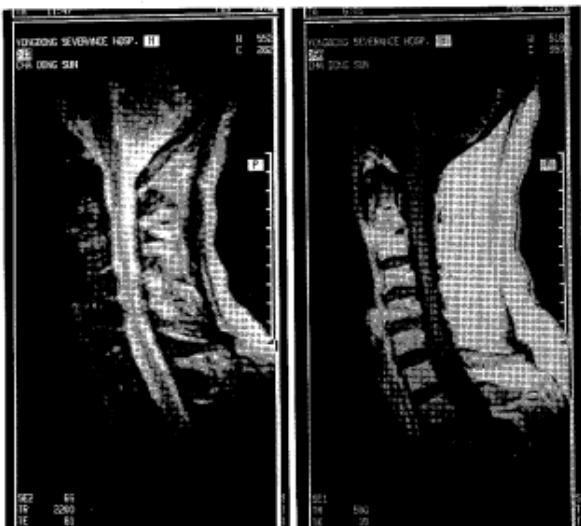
Follow-up MRI shows improved discitis at the C2-C3 level with granulation and fibrotic change. A, T2-weighted sagittal image shows improved high signal intensity at the C2-C3 disc level as compared with previous images. B, Gd-DTPA enhanced sagittal image shows decreased enhancement in the prevertebral space and C2-C3 disc as compared with previous image.
